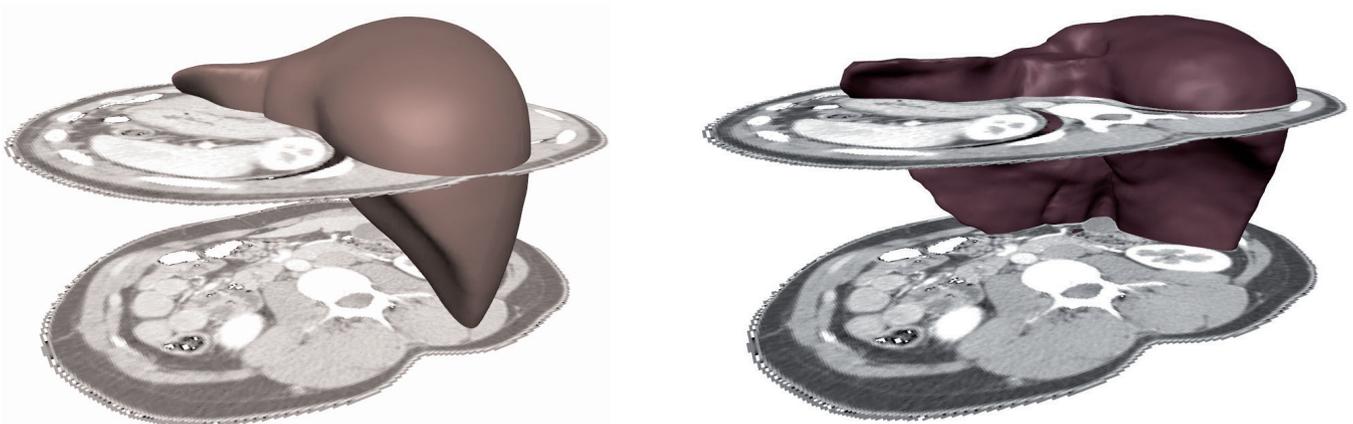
a) Es werden 2 Schichten eines CT Datensatzes der Leber dargestellt. Initial wird ein deformierbares Modell in den Daten platziert. Das Modell repräsentiert die durchschnittliche Form einer Leber. b) Dieses Modell adaptiert sich autonom an die Bilddaten, wobei es sich nicht beliebig verformen darf, sondern lediglich gemäß für die Leber charakteristischer Deformationen.
